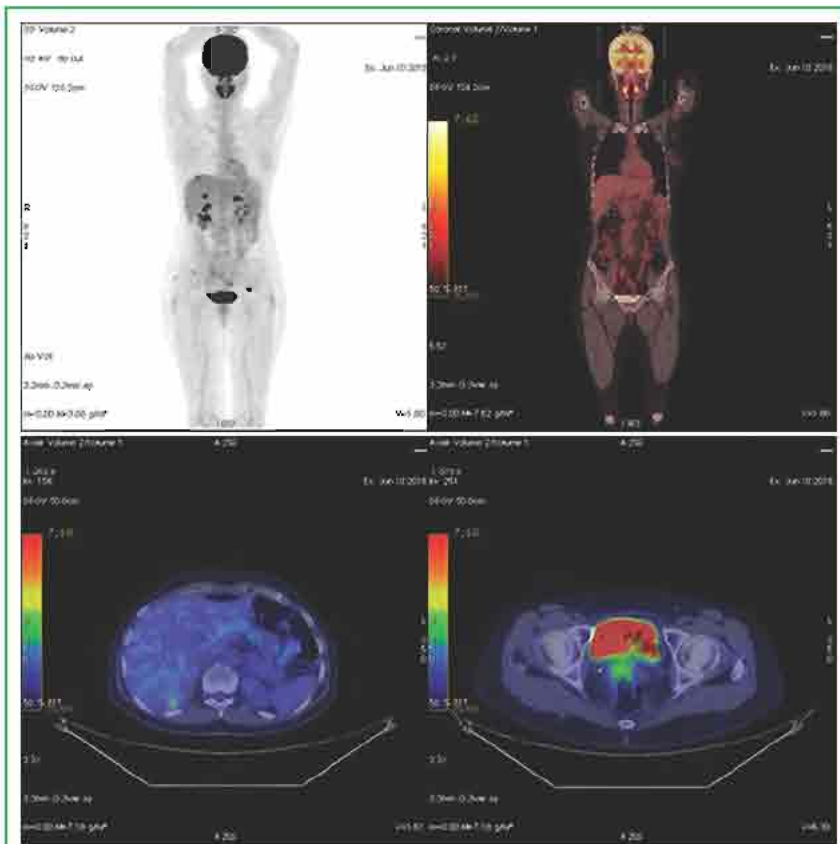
ПЭТ-КТ-признаки патологического накопления <sup>18</sup>F-ФДГ в забрюшинных и общих подвздошных лимфатических узлах с обеих сторон (более характерно для вторичного поражения). Отмечается диффузное накопление радиопрепарата в толстой кишке
